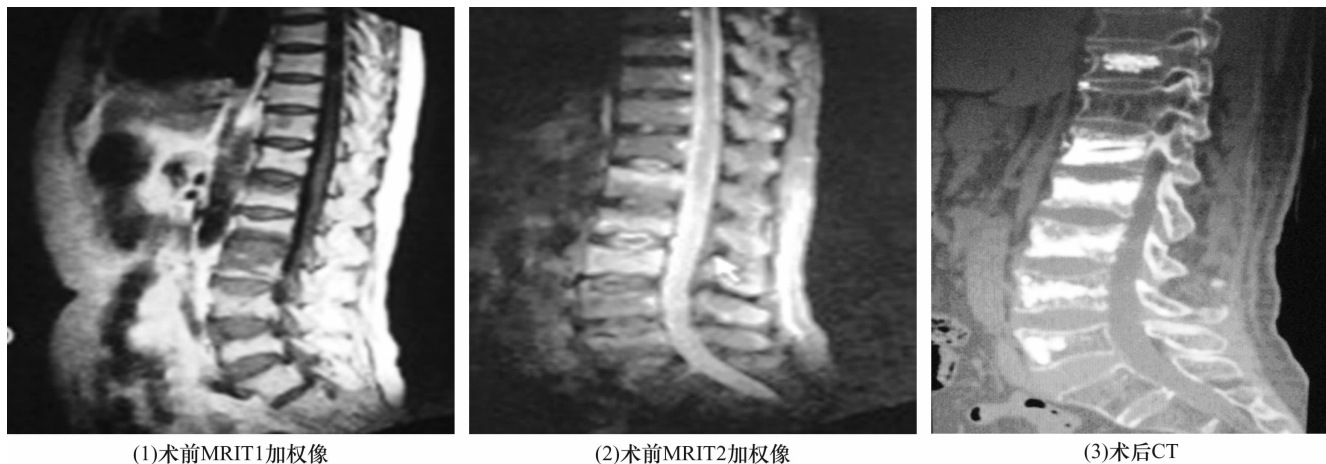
患者, 女, 75 岁, 骨质疏松性 $L_1 \sim L_5$ 椎体压缩性骨折合并 T_{11} 椎体血管瘤, 采用单侧入路经皮椎体后凸成形术治疗前后图片 (1) 椎体骨折处呈低信号改变 (2) 椎体骨折处呈高信号改变, 提示为新鲜骨折 (3) 术后第 1 天 CT 扫描示骨水泥填充良好
